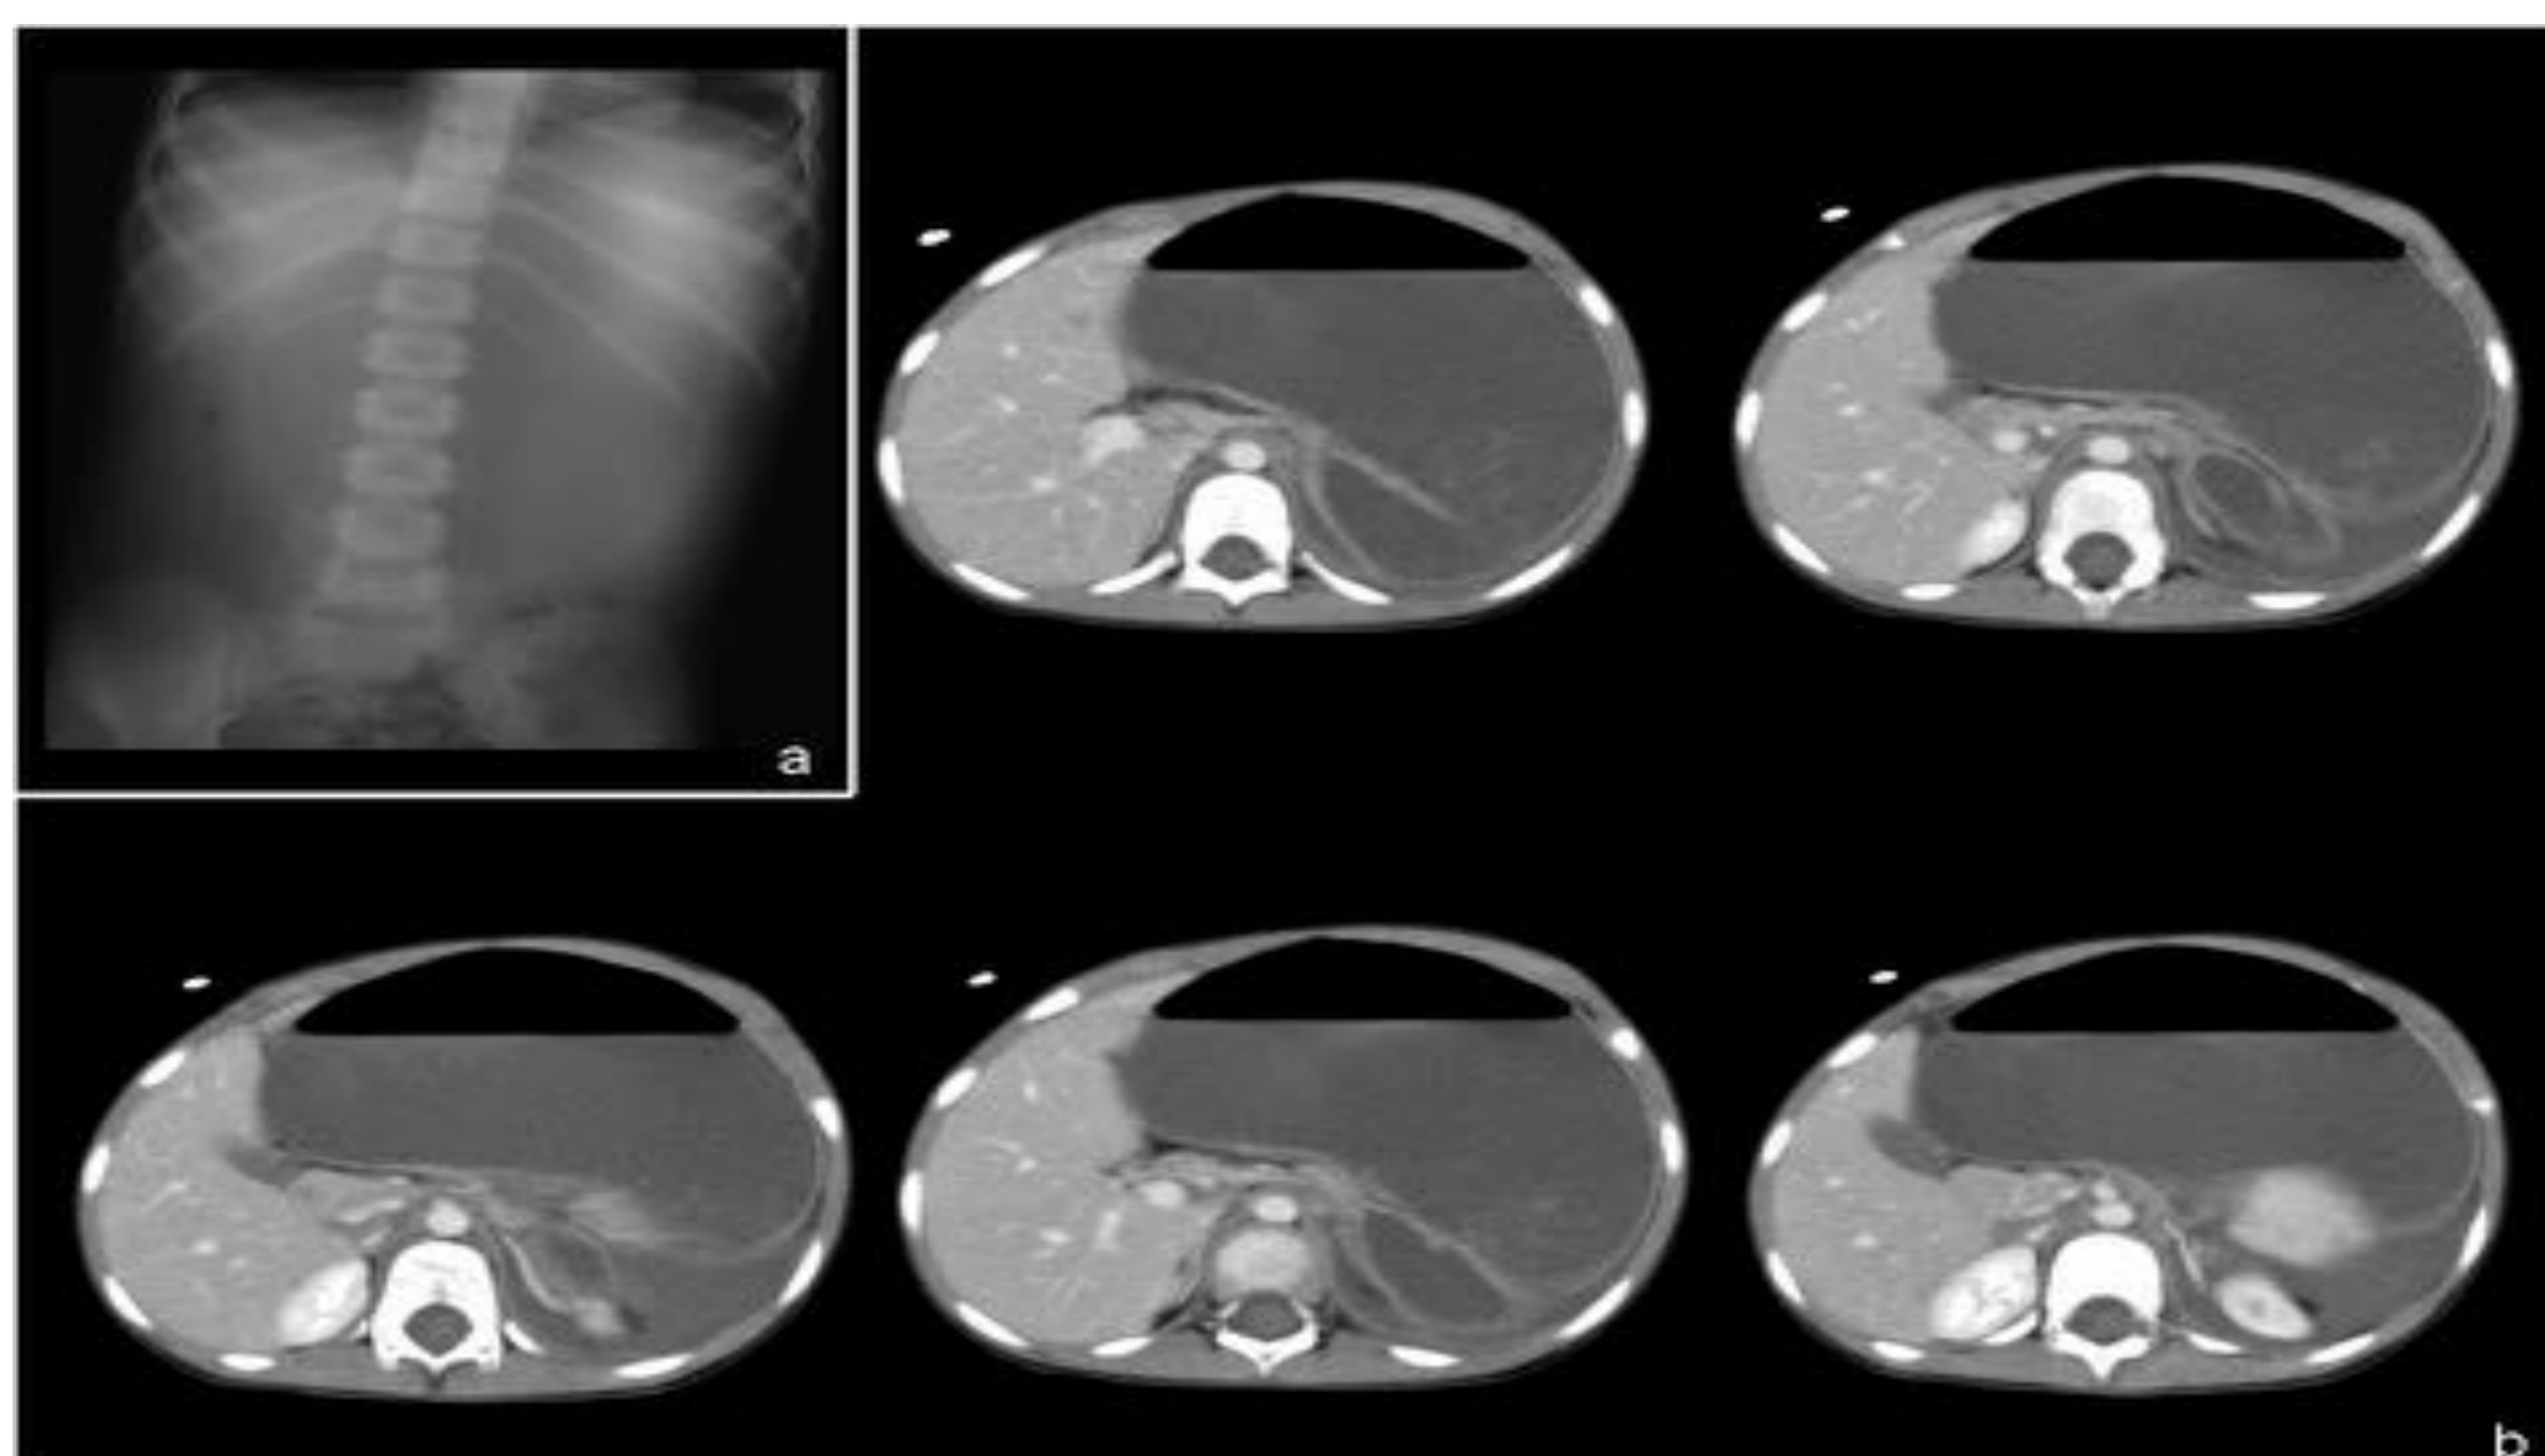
Paciente de 5 años con cuadro de abdomen agudo: vómitos de repetición de 14 horas de evolución y dolor abdominal. Mal estado general y gran distensión abdominal con dolor a la palpación en FII. Rx simple de abdomen (a) y ecografía muestran una gran distensión gástrica. Se realiza TC abdominal con contraste (b) en la que se aprecia una severa distensión gástrica con imagen del píloro localizado superior y hacia la izquierda. En la cirugía se confirma un vólvulo gástrico mesentero-axial (el estómago se volvula sobre su eje menor).
